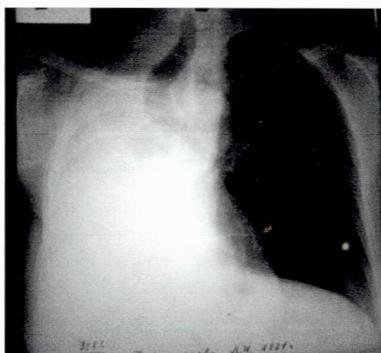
Рентгенограмма органов грудной клетки в передней проекции после частичной лазерной деструкции опухоли бронхов левого легкого
